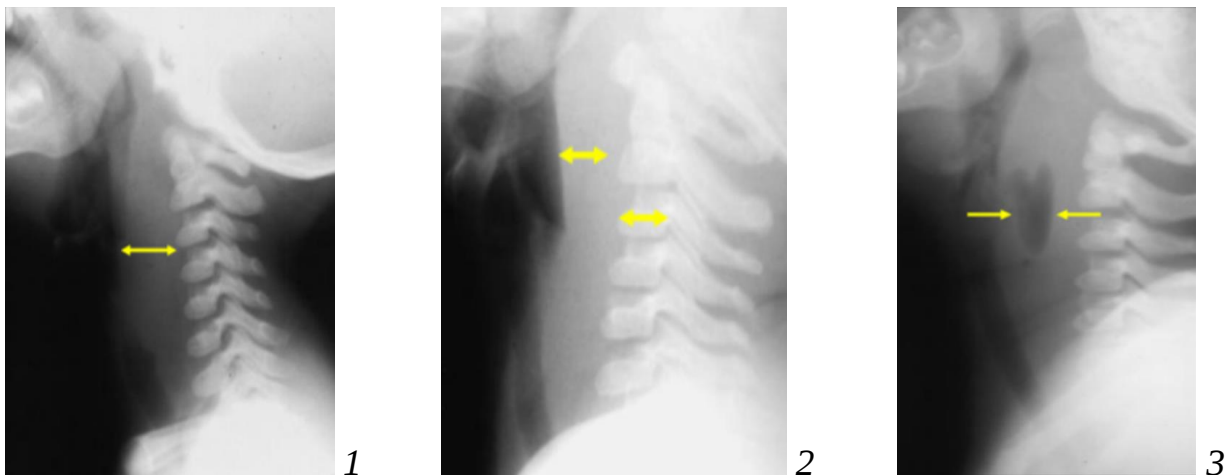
Рентгенологічні ознаки заглоткового абсцесу:
